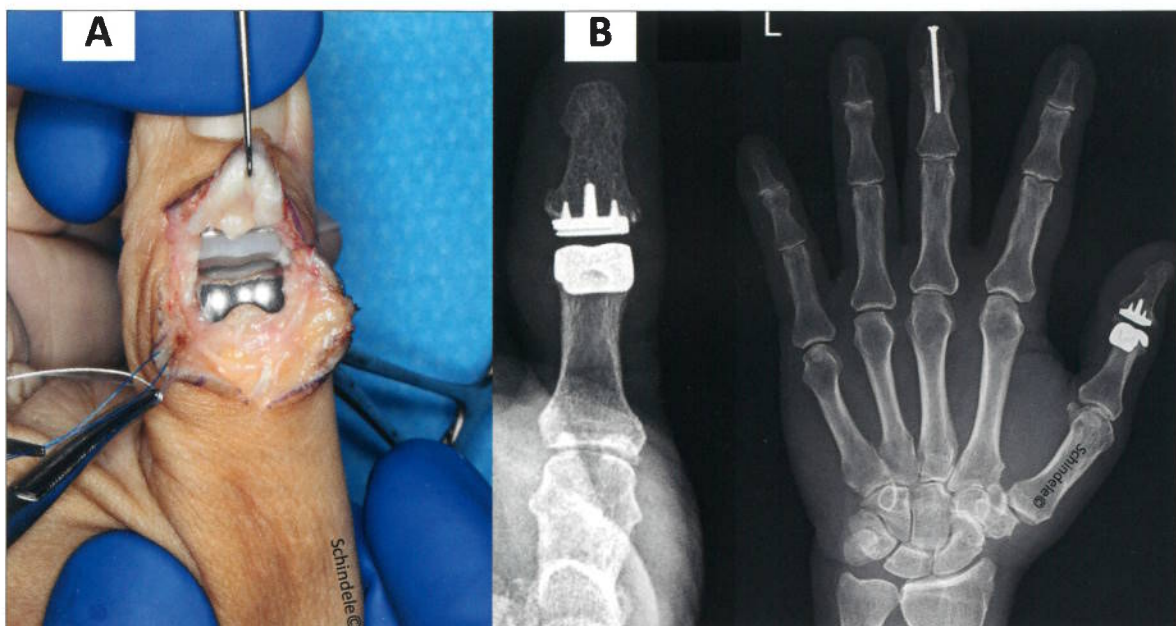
Oberflächenersatz CapFlex am Endgelenk des Daumens. Intraoperativer Befund mit einer Gleitfläche aus poliertem Metall auf Polyethylen (A) und postoperatives Röntgenbild (B).
